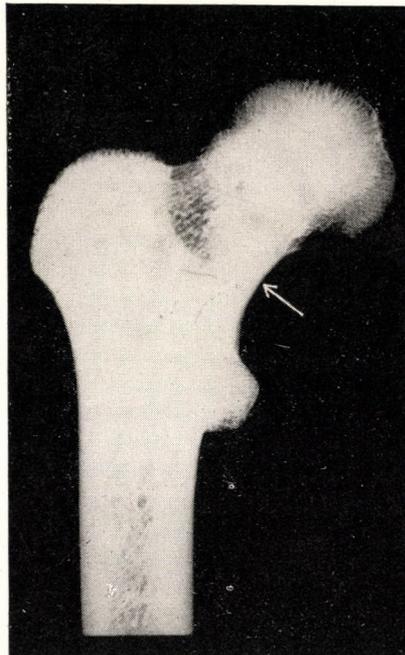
Röntgenbild eines menschlichen proximalen Femurendes. Das in den Markraum der Schaft injizierte Kontrastmaterial gelangt ohne Hindernis bis in den Kopf. Der Pfeil weist auf den mit Kontrastmaterial erfüllten Teil des Schenkelhalses hin.
